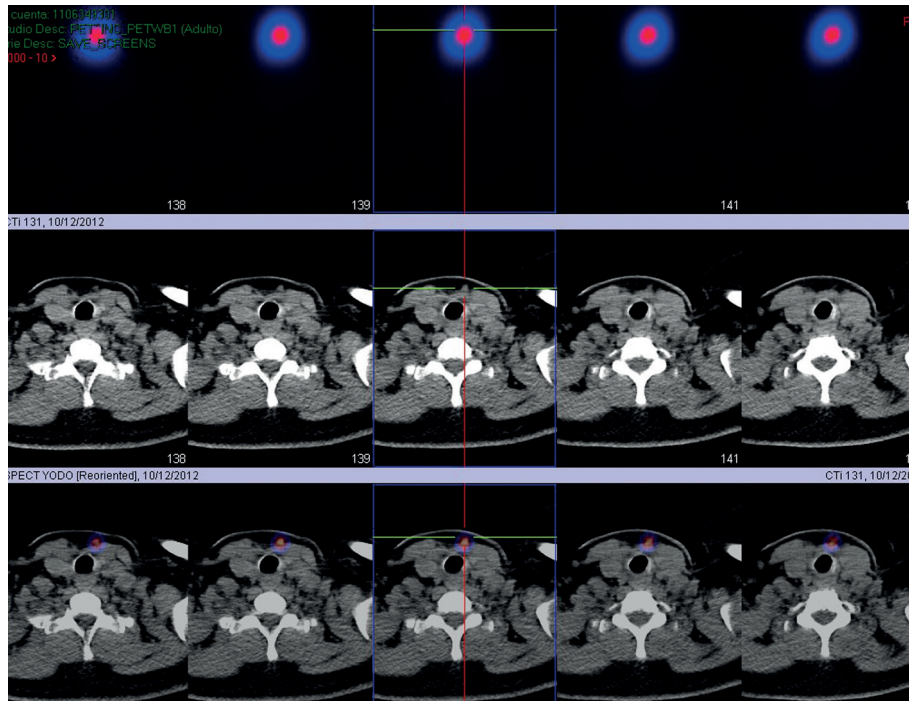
En la SPECT de cuello (*fila superior*) se aprecia una mejor circunscripción de la zona de captación descrita en las imágenes planares del rastreo con I-131. Sin embargo, es imposible localizar el hallazgo por falta de reparos anatómicos en la imagen. En el análisis prospectivo de la CT de cuello sin contraste (*fila intermedia*) no se reportaron hallazgos sospechosos. Al hacer la fusión de SPECT con CT (*fila inferior*) se identificó una lesión nodular de 7 mm en el cuello infrahioideo, a la izquierda de la tráquea y por delante de los músculos pretiroideos.
